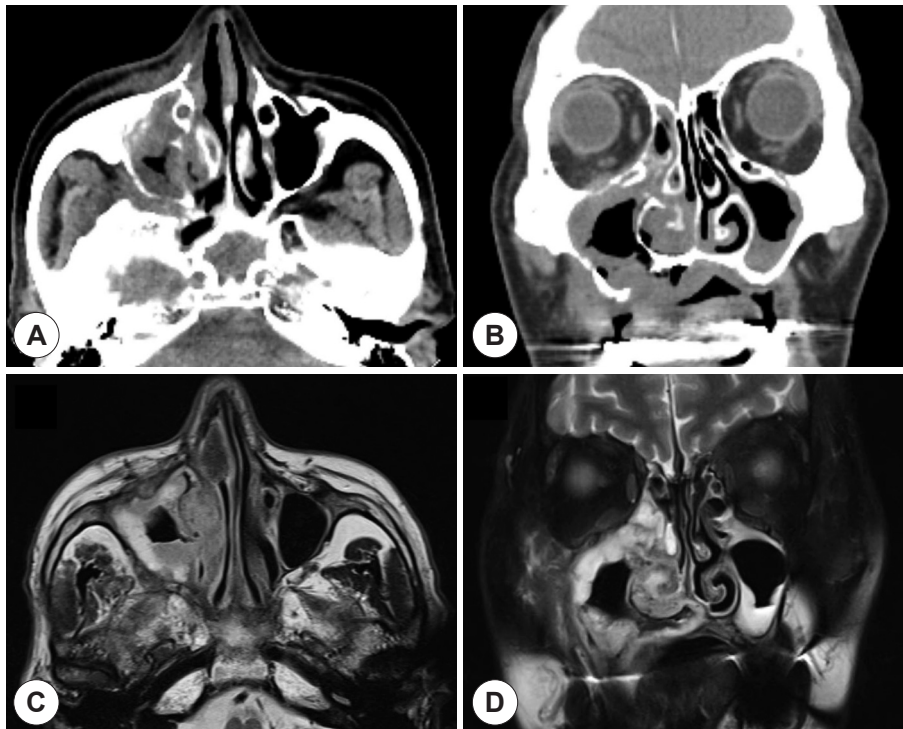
Preoperative imaging studies. Preoperative computed tomography revealed soft tissue density and bony destruction of the right maxillary sinus and mucosal abnormalities of the right inferior turbinate and the hard palate (A and B). Magnetic resonance images showed mass-like lesion along with internal necrosis at the right maxillary sinus, nasal cavity and hard palate (C and D).
